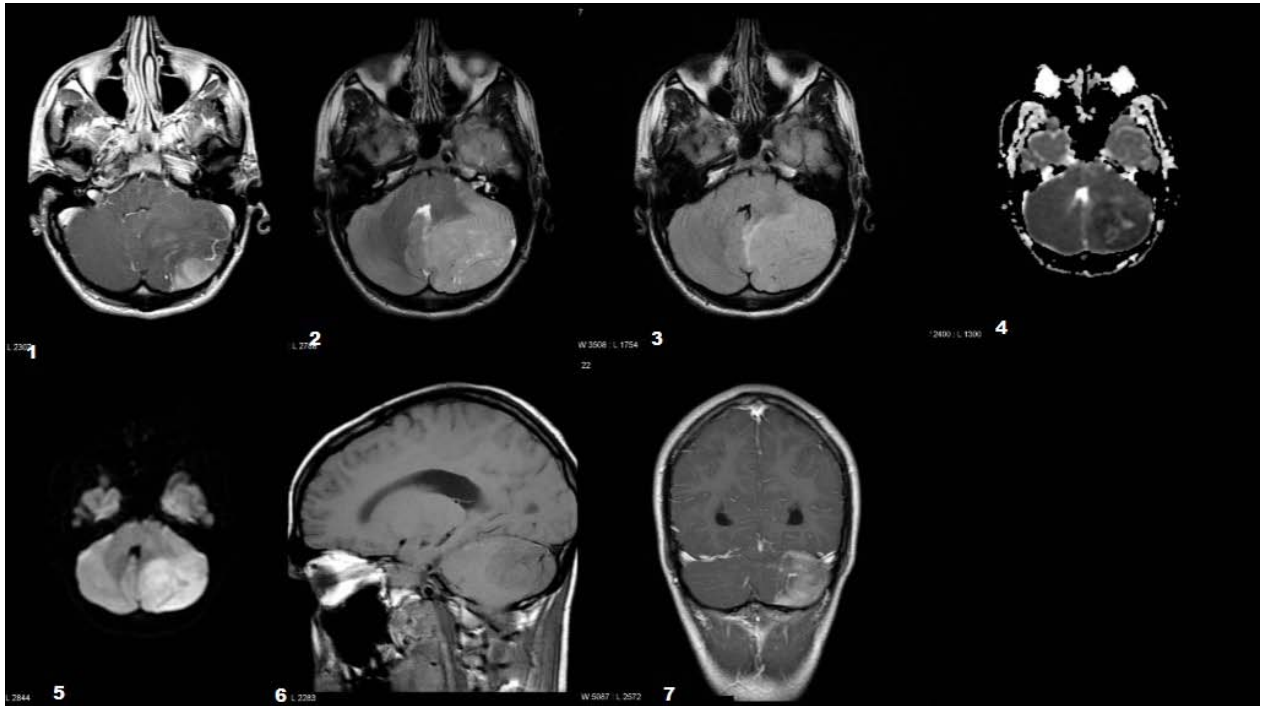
IRM : 1. Séquence axial T1 C+ 2. Séquence axial T2 3. Séquence axial Flair
